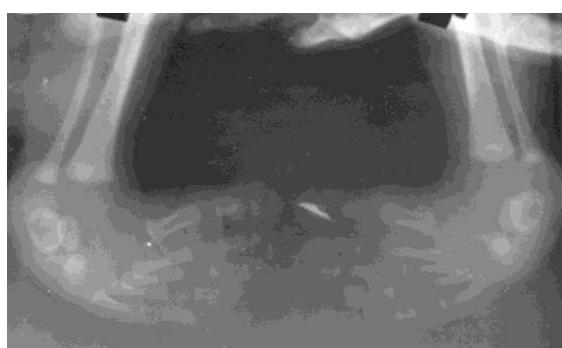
Рентгенограмма больного Щ. до лечения.
